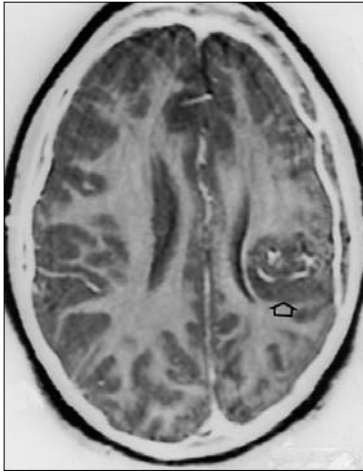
Niña de 12 años con síndrome de Pascual-Castroviejo tipo II y agenesia de la arteria carótida interna izquierda. En el corte axial de la RM se observa hipoplasia del hemisferio cerebral izquierdo y heterotopía subcortical focal (flecha) en dicho hemisferio.
